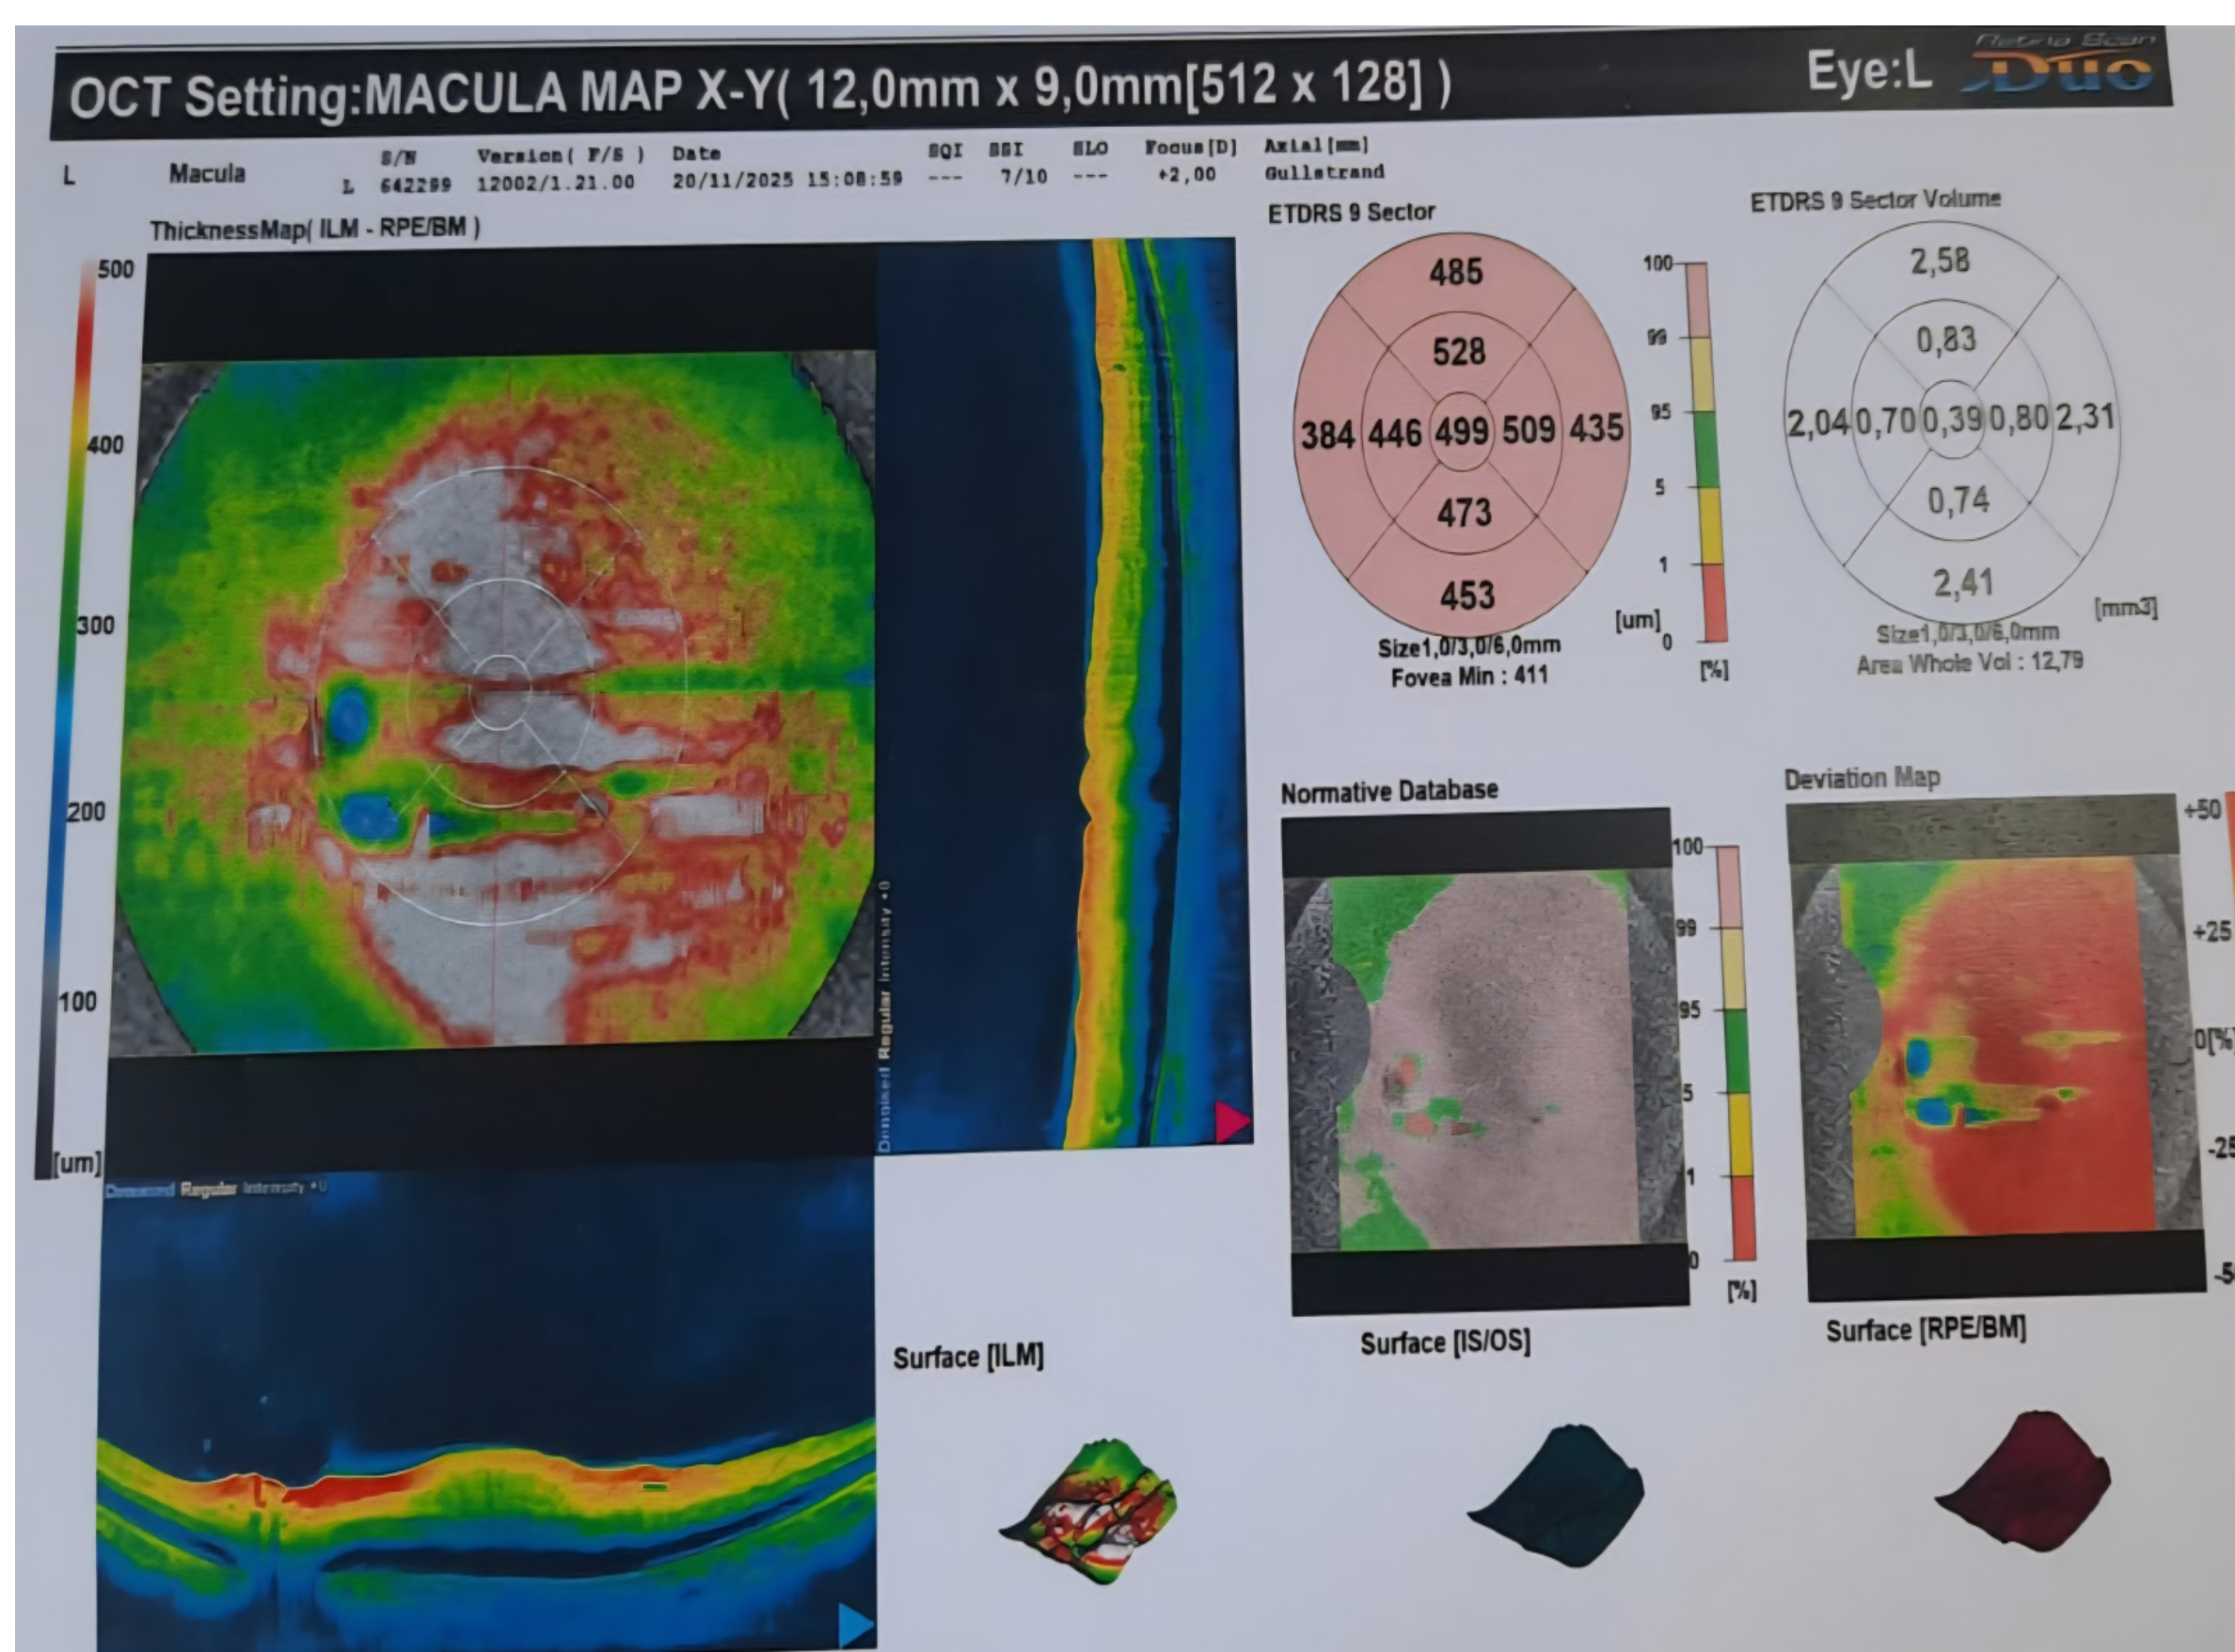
L'optical coherence tomography (OCT) maculaire de l'œil gauche objective l'épaississement maculaire associé à l'œdème papillaire.
